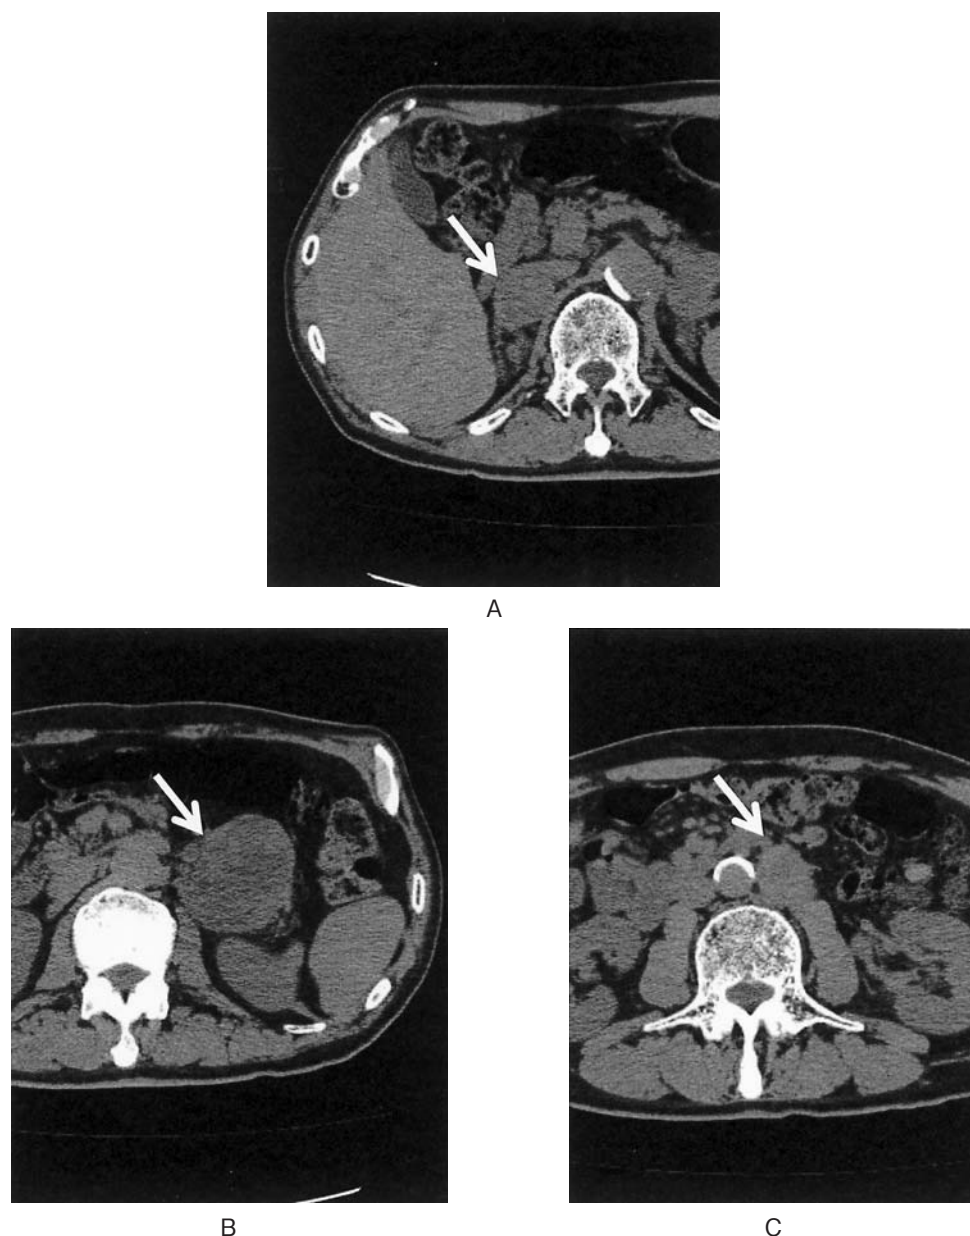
Abdominal CT scan showed bilateral adrenal tumors and an enlarged paraaortic lymph node. A: Right adrenal tumor. B: Left adrenal tumor. C: Paraortic lymph node.
